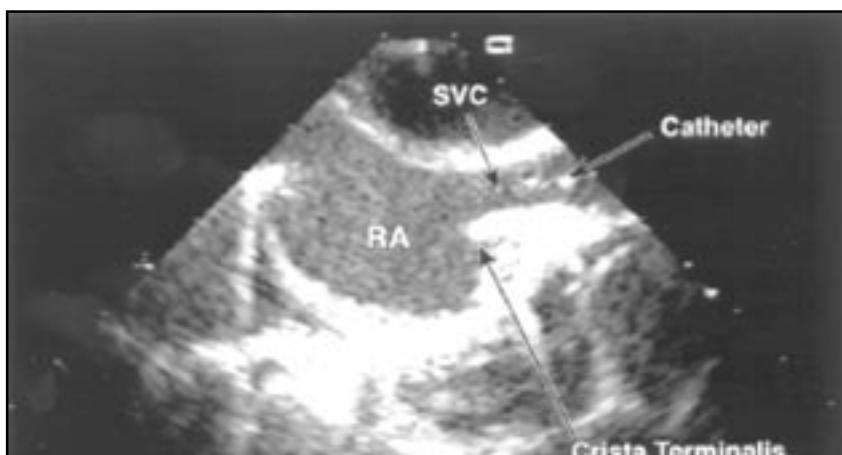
Ecocardiografía de la punta del CVC 6 mm sobre la unión vena cava-aurícula derecha.
